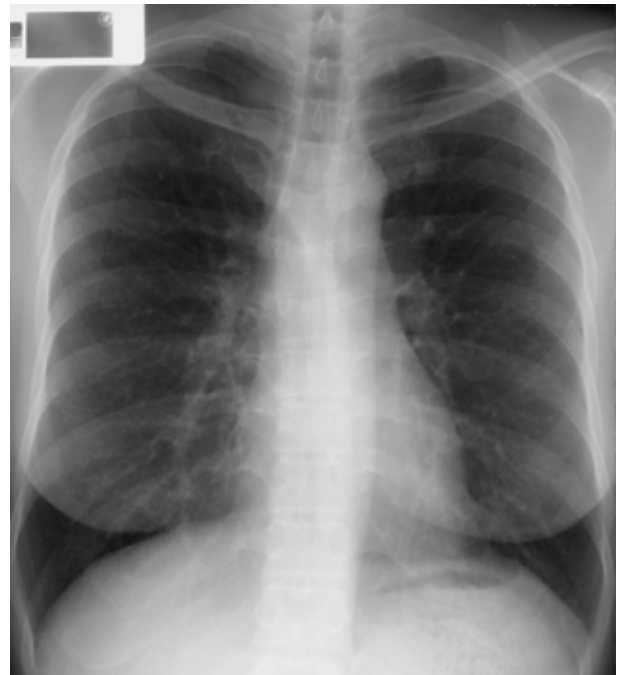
Chest radiograph on admission showing several nodules measuring < 5 mm. They are bilateral and diffuse in the lung fields.
